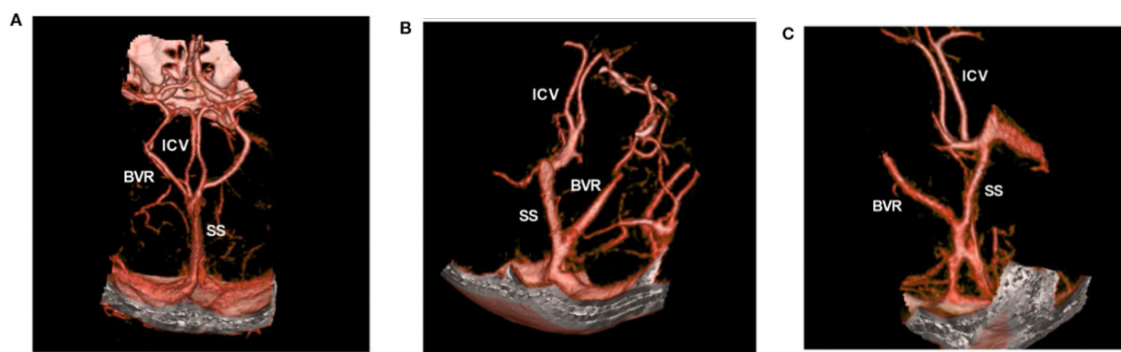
Varianten der Rosenthal-Vene am Beispiel der Computertomographie-Angiographie. A) Normvariante: Die beiden Venae basalis und Venae cerebri internae münden in die Vena cerebri magna. B) und C) Venenanomalien: In B) mündet die Vena basalis nach ventral in den Sinus cavernosus und nach dorsal in die Vena cerebri magna. In C) enden die Venae basalis nicht in die Vena cerebri magna.⁽³⁾
